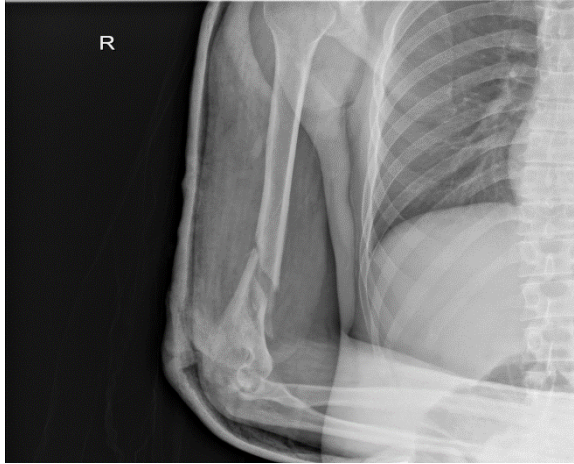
Первичная рентгенограмма пациента Х., 38 лет, и/б 1349-18, боковая проекция. Оскольчатый перелом диафиза правой плечевой кости в нижней трети со смещением отломков (АО 12-B1)
